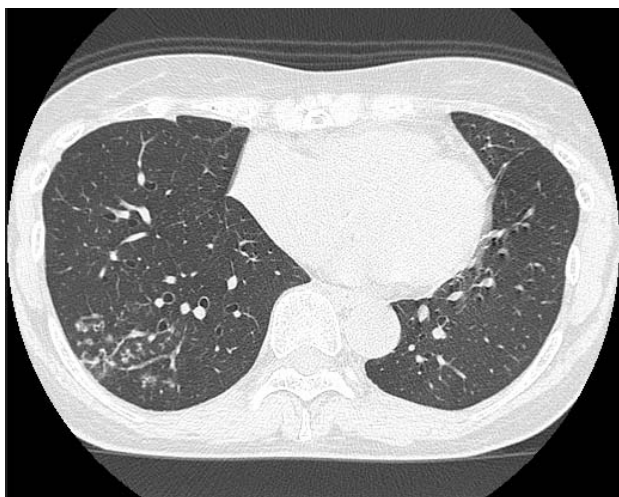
胸部CT検査所見 (肺非結核性抗酸症治療開始時)
